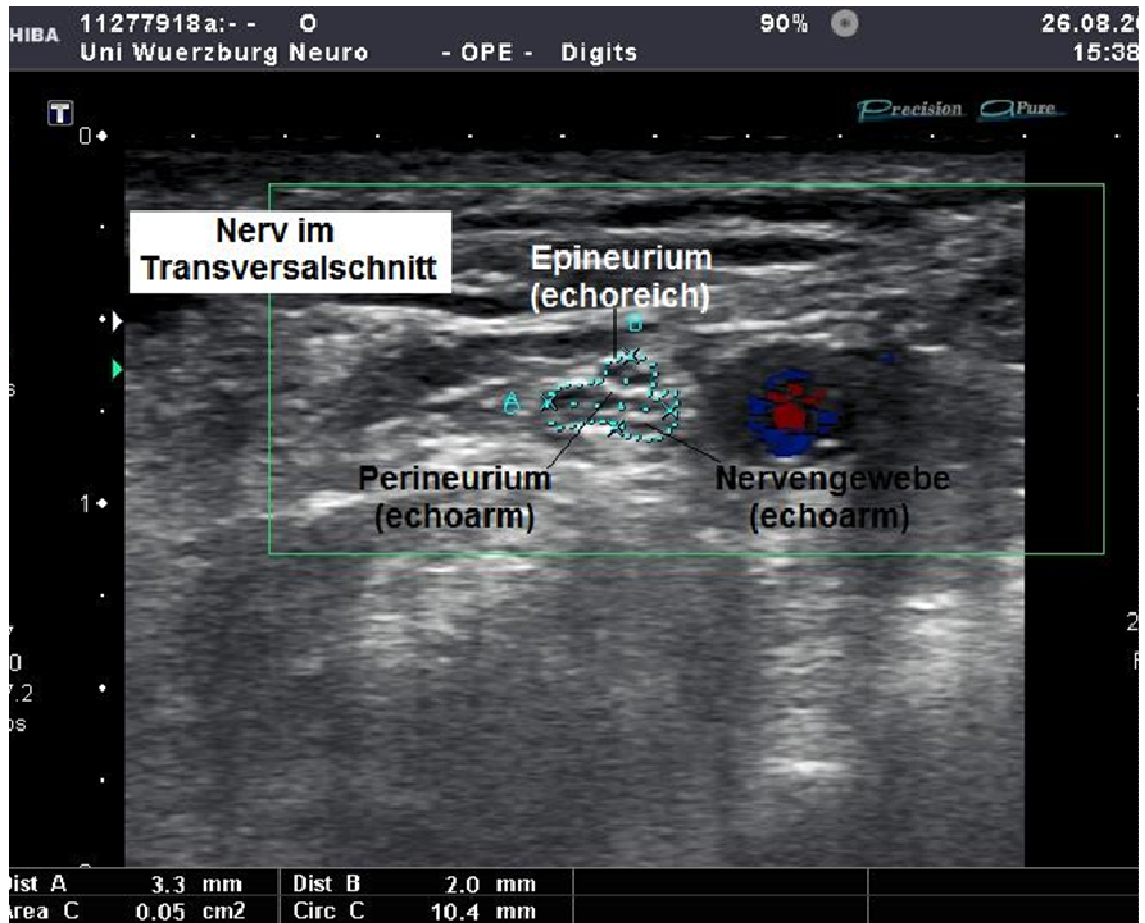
Sonographisches Bild eines Nerven im Querschnitt mit typischer Echotextur
